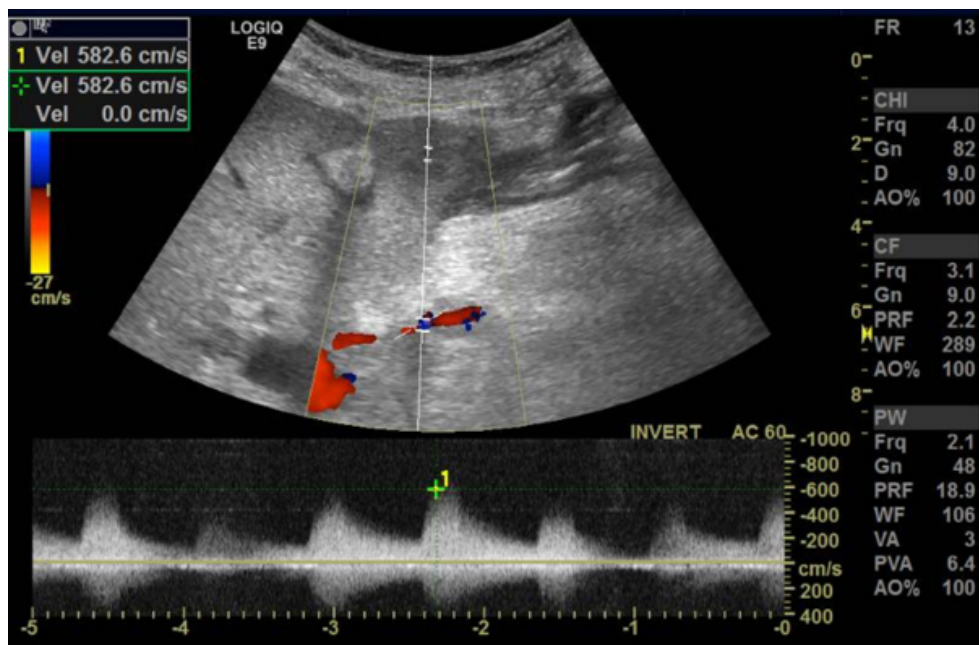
Doppler colorido e pulsado espectral da artéria hepática também no local da anastomose
